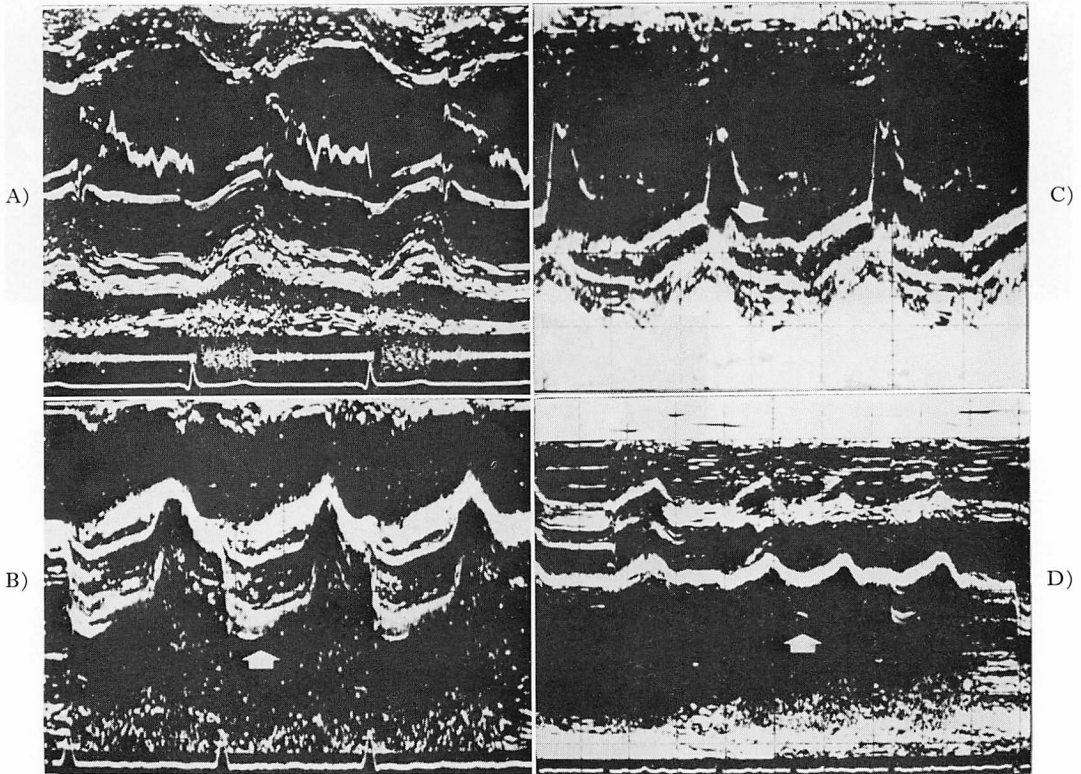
M-mode echocardiograms from patients with ruptured chorda tendinea of the mitral leaflet.
